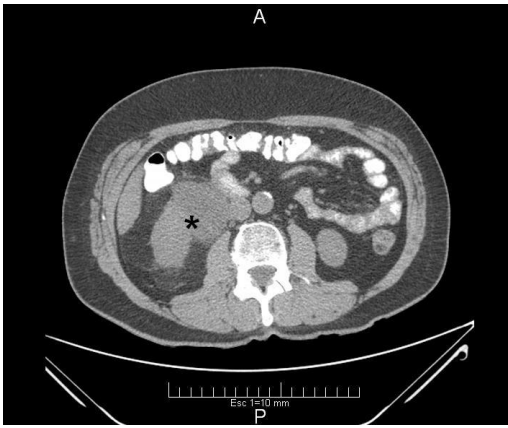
TC axial abdominal donde se visualiza una masa perirrenal derecha en intimo contacto con riñon homolateral (*).
